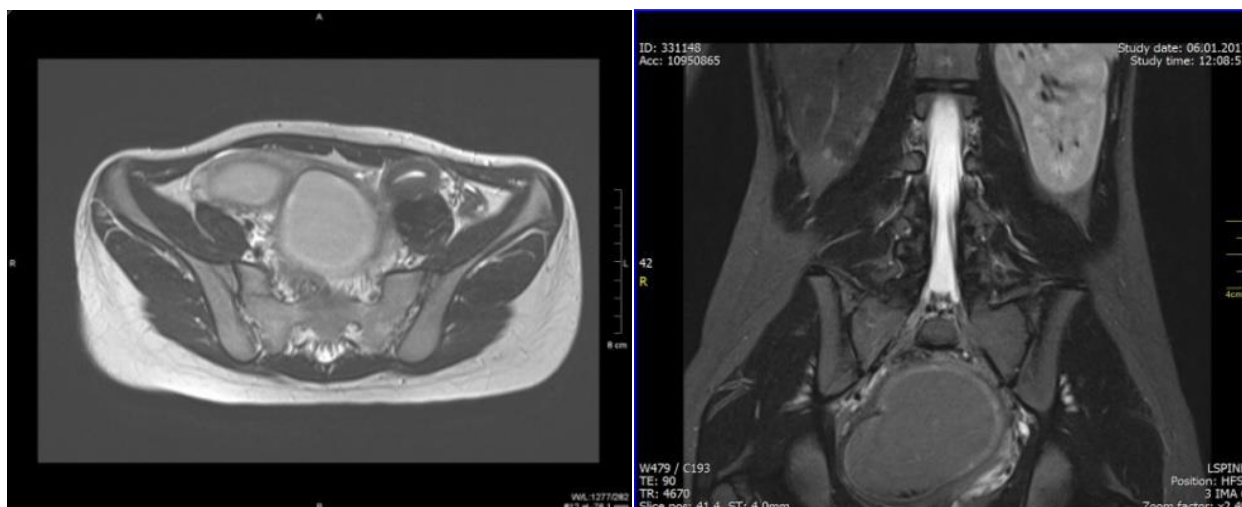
IRM, ponderație T2 tse în plan axial prezintă uterul didelf, hematocolposul obstructiv pe dreapta cu conținut hemoragic poziționat posterior de vezica urinară (A); secvența T2 în plan coronal demonstrează agenezia rinichiului pe dreapta și hipertrofie compensatorie a rinichiului stâng (B) (figura publicată anterior) [9]
